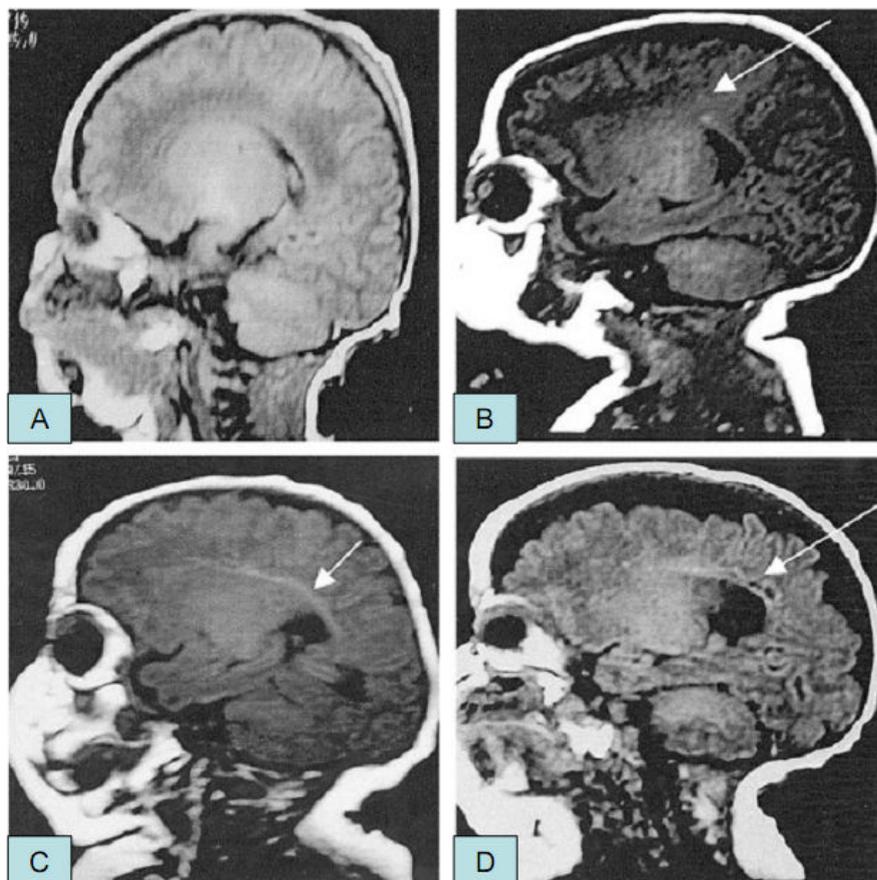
Em (A), RM normal. Em (B) RM mostrando sinal de alta intensidade anormal (seta). Em (C) RM mostrando extensivo sinal de alta intensidade anormal (seta). Em (D), RM mostrando alteração cística (seta) (Inder)
